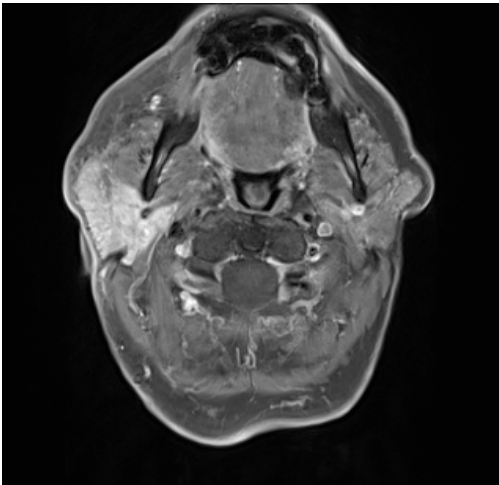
MRT (T1 fs + KM)
